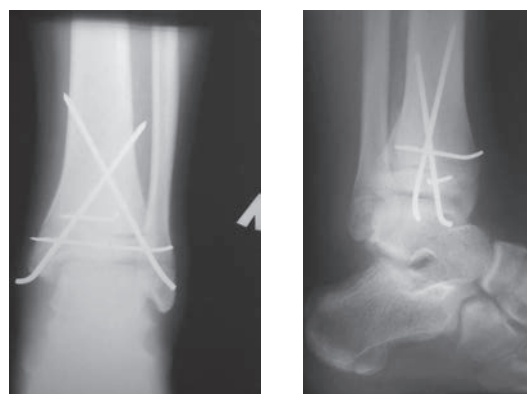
Рентгенография голеностопного сустава через 6 недель. Консолидация костных отломков
